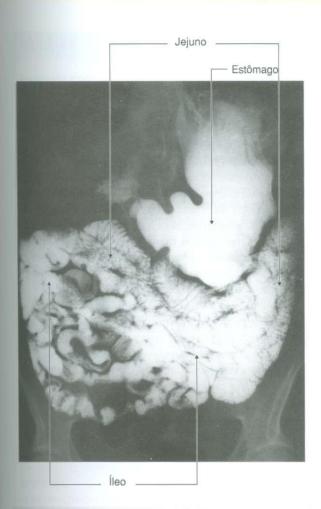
Radiografía, usando bário, mostrando o jejuno e o íleo.
